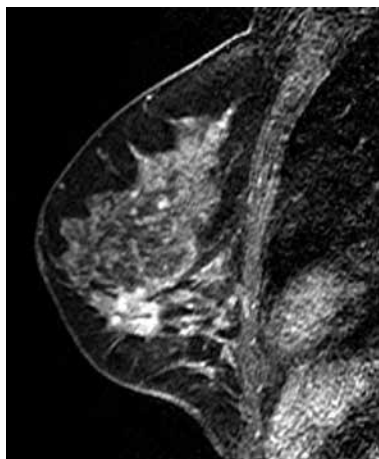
RM, en plano sagital secuencia potenciada en T1 con saturación grasa y con medio de contraste endovenoso. Realce nodular y heterogéneo de masa espiculada en la mama izquierda.
